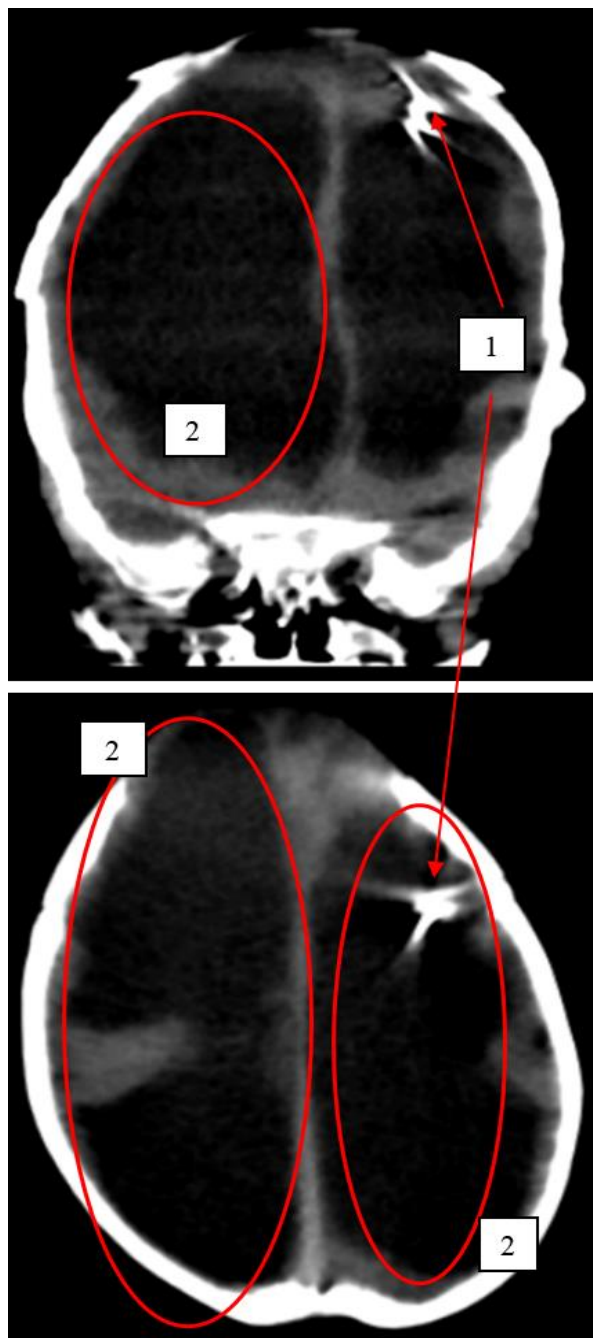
Tomografía simple de cráneo. 1) Catéter de derivación ventrículo-peritoneal. 2) Dilatación de ventrículos ocupados por líquido cefalorraquídeo.
